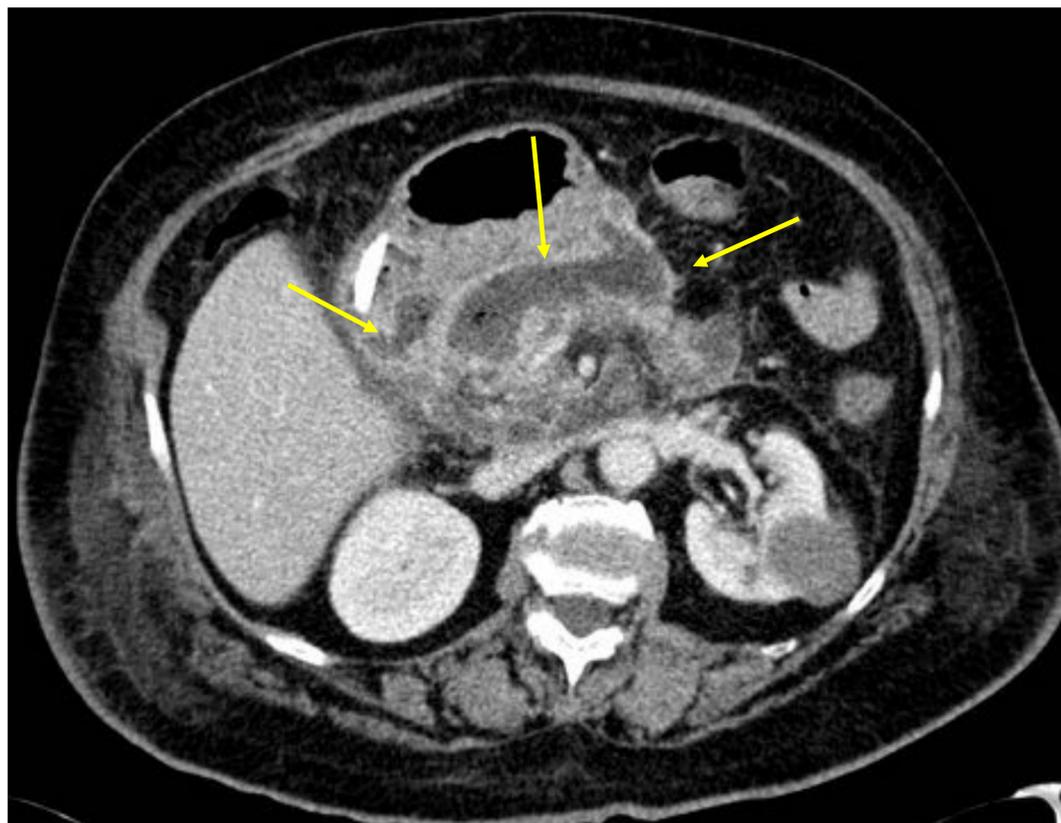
Imagen de TC abdominal con contraste en fase venosa en un paciente con PA evolucionada, donde se aprecian colecciones encapsuladas con contenido heterogéneo en relación con NE (*flechas amarillas*).
